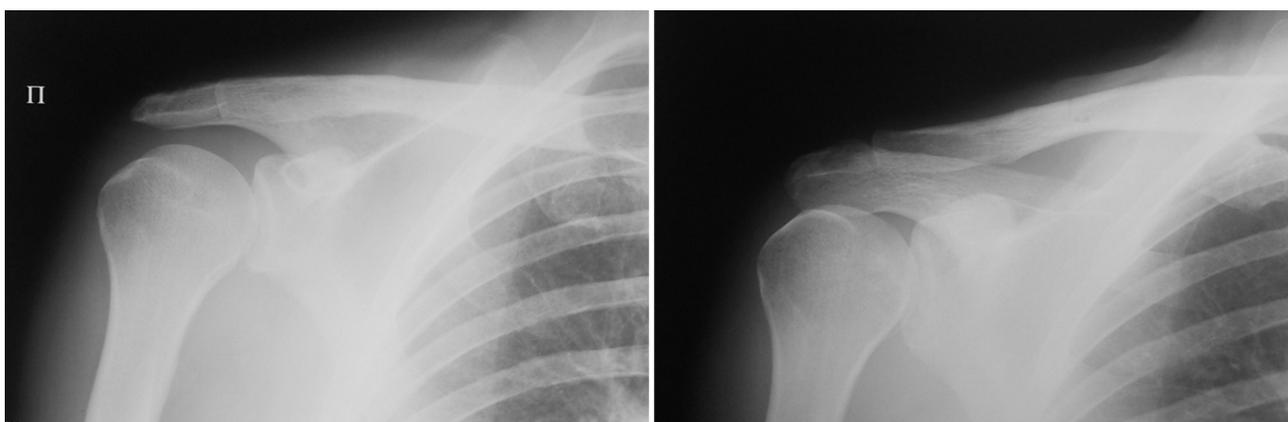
Рентгенограммы правого плечевого сустава пациента X., 50 лет, через 2,5 месяца после операции
